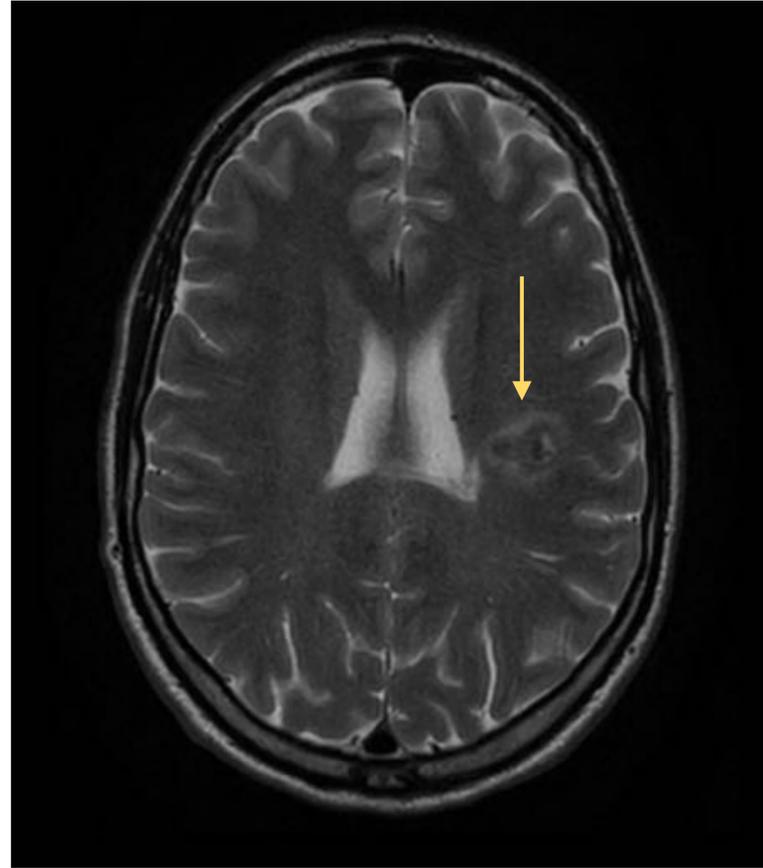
RM secuencia T2. Área hiperintensa con cápsula gruesa hipointensa y mínimo edema vasogénico (flecha amarilla).
